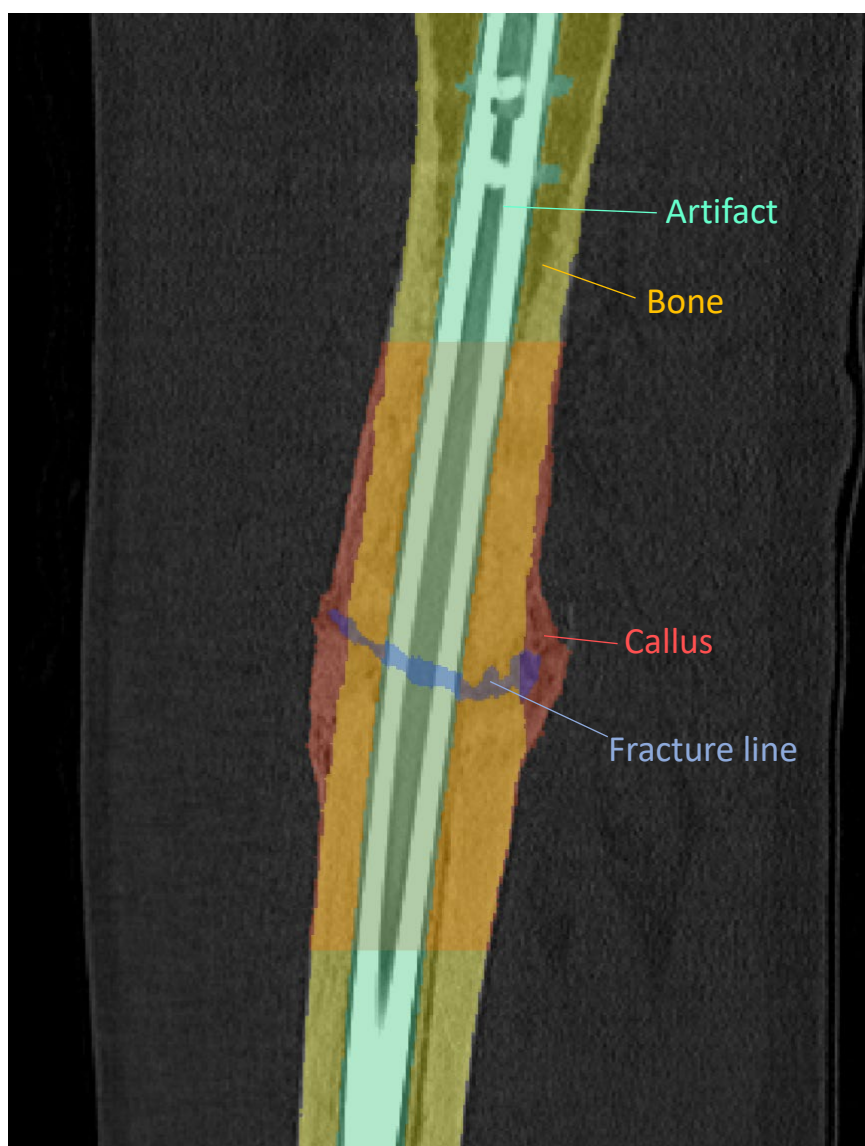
Segmentation on CT image
